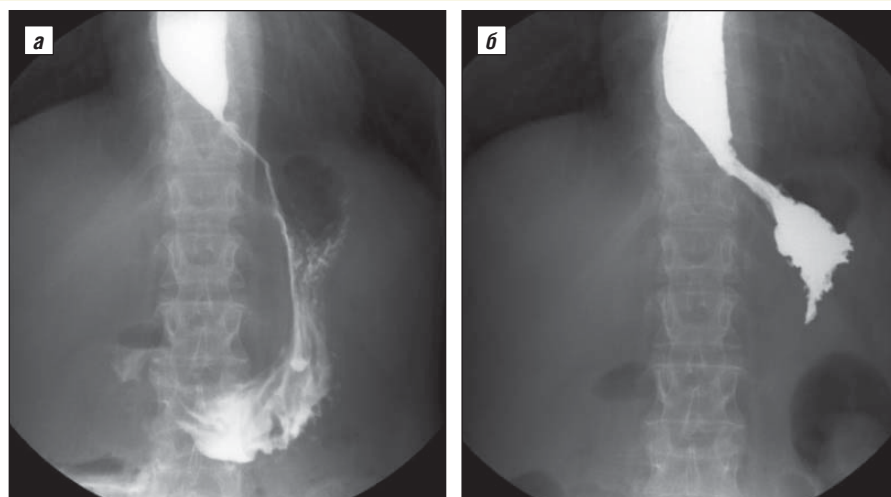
Рентгенограммы; пищевод и пищеводно-желудочный переход: а – до сеансов баллонной дилатации; б – после 5 сеансов баллонной дилатации
